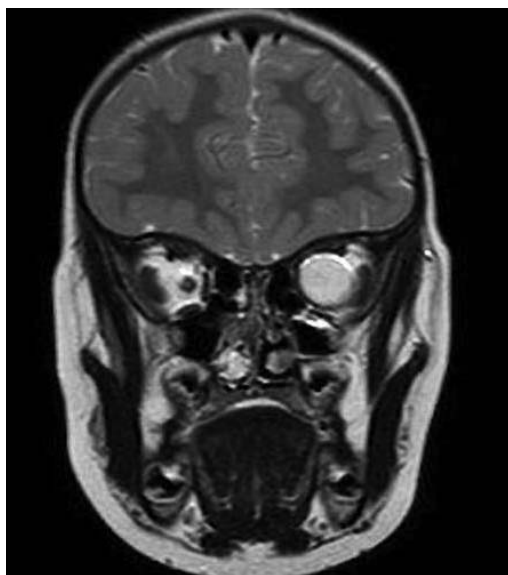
Глиома зрительного нерва слева МРТ, T2-W
